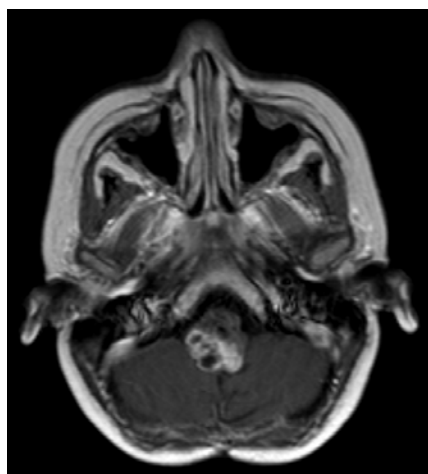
RMN craneal de uno de los pacientes incluidos en nuestro estudio. Ependimoma anaplásico con invasión de la cara dorsal del bulbo raquídeo.
